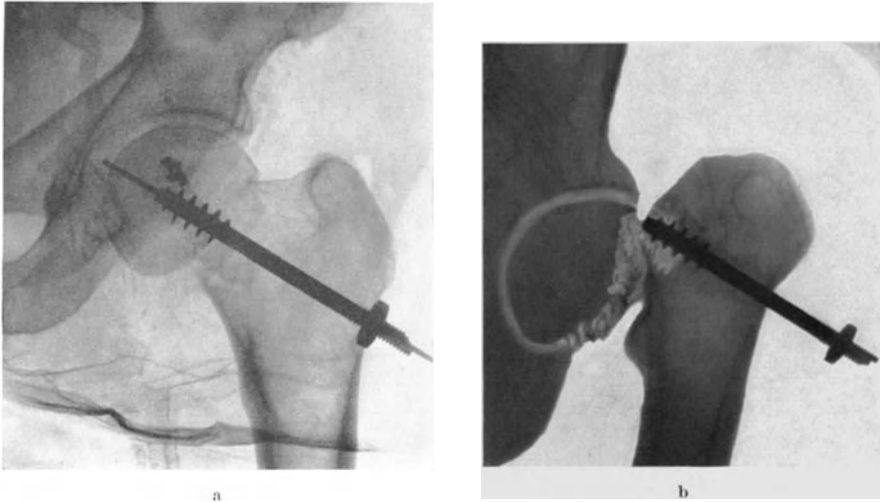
a und b. Ausrutschen der Schraube. a Gute Lage bei der Operation, b (verdeutlichtes Röntgenbild) 5 Monate nach der Operation: die Schraube hat das Caput gänzlich verlassen (Chir. Klinik Uppsala).
